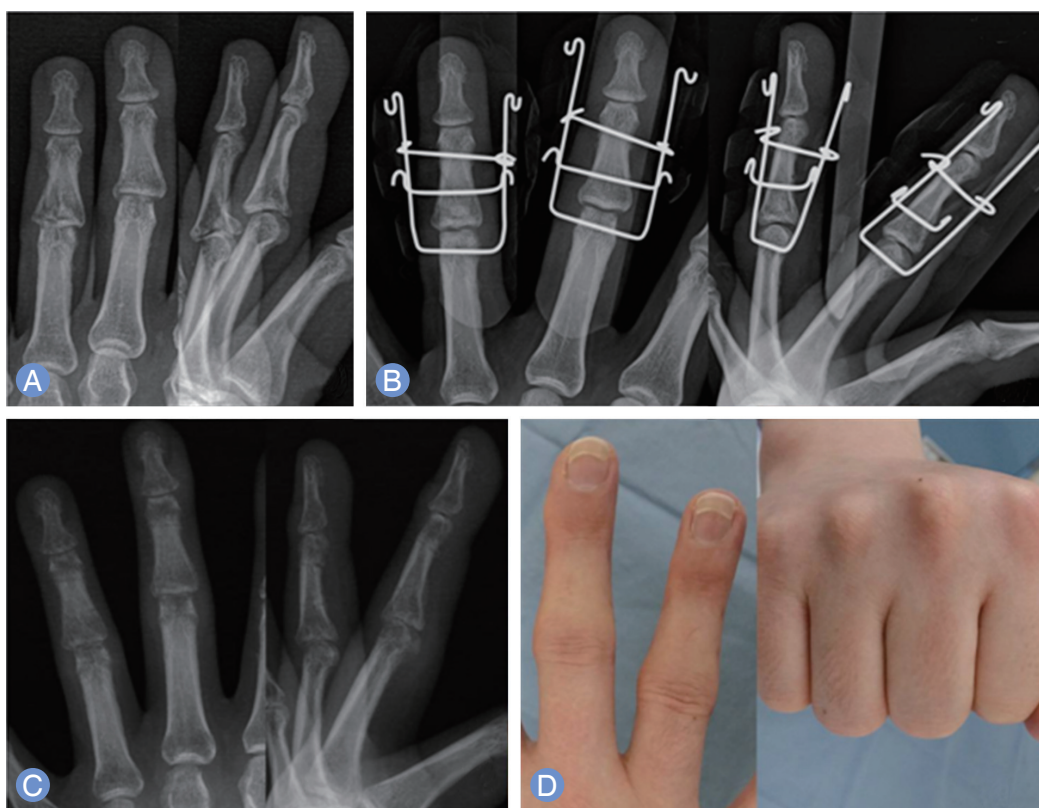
(A) A preoperative anterior-posterior (AP), lateral radiograph of a 36-year-old male patient shows an intra-articular fracture and subluxation on proximal interphalangeal joint of the 3rd finger and an intra-articular fracture of the 4th finger. (B) Immediate postoperative AP, lateral radiograph of patient. He was applied by an external dynamic device. (C) His devices were removed after 6 weeks. (D) Flexion and extension photographs of the patient.
